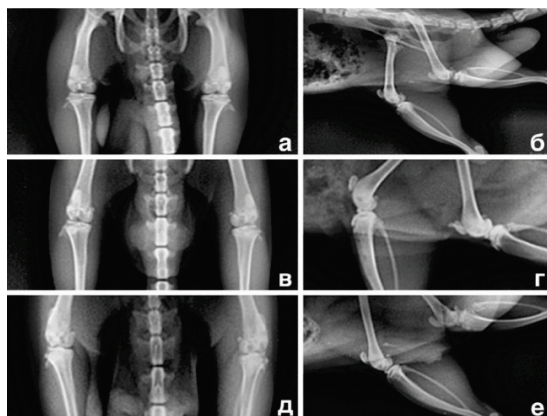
Рентгенографические изменения коленных суставов у животных из группы MS (в правый коленный сустав введена синовиальная жидкость пациента с остеоартритом, в левый – моноиодатетат натрия: а, б – 10 сут эксперимента; в, г – 25 сут; д, е – 46 сут
